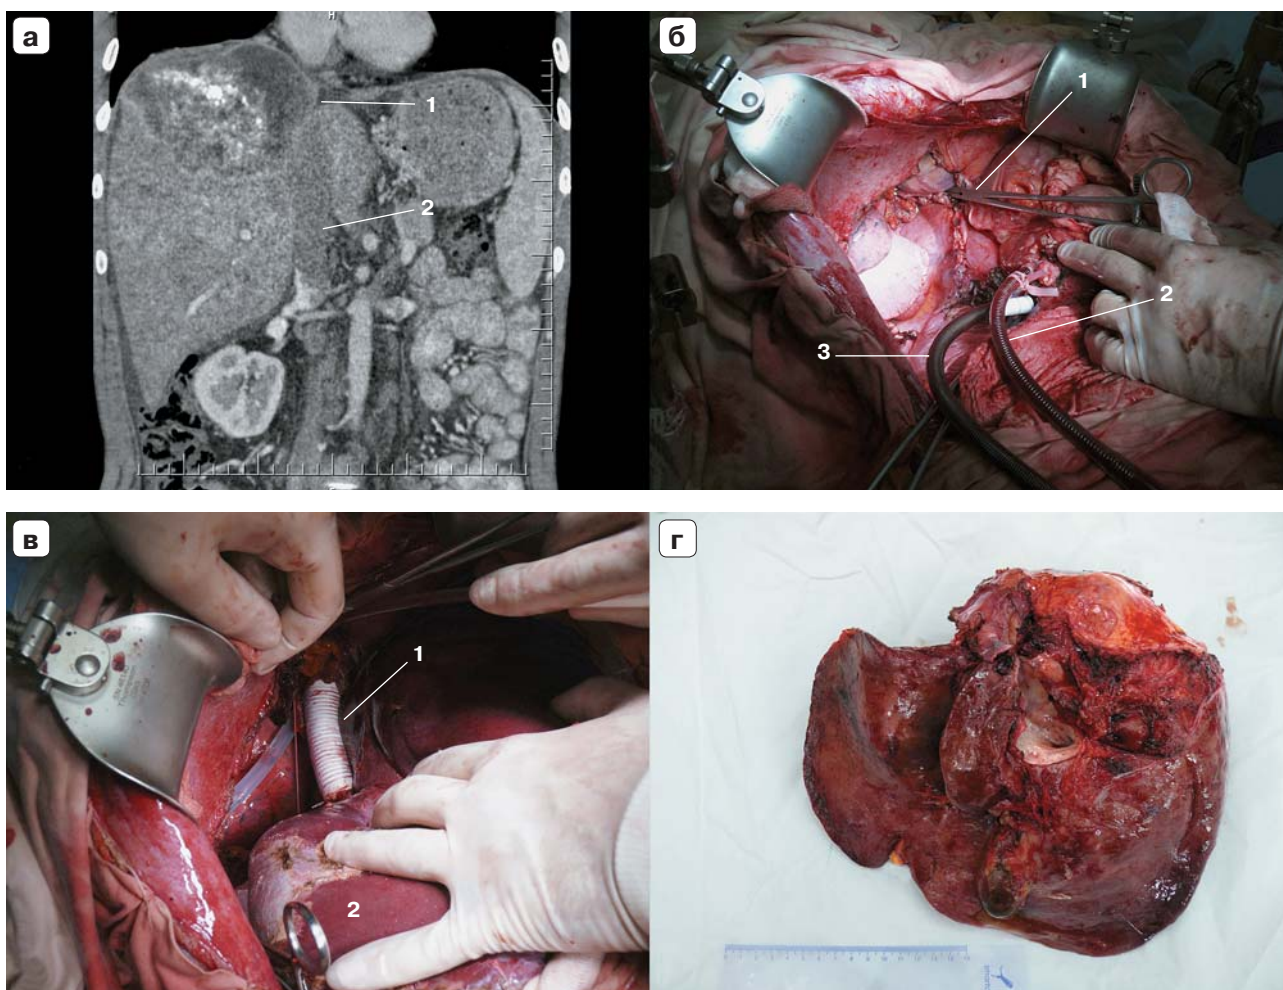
Трансплантация при альвеококкозе с синдромом Бадда—Киари: а — компьютерная томограмма, венозная фаза, мультипланарная реконструкция (1 — окклюзия НПВ на уровне гепатикокавального конfluence, 2 — отсутствие контрастного препарата в проходимом ретропеченочном сегменте вены); б — интраоперационное фото, удалена печень, резецированы диафрагма, перикард и НПВ (1 — верхний зажим на правом предсердии, 2 — портальная канюля экстракорпорального контура, 3 — кавальная канюля); в — интраоперационное фото, вид перед завершением вмешательства (1 — ePTFE-протез НПВ в наддиафрагмальной позиции, 2 — полностью реперфузированный трансплантат целой печени); г — макрофото, удаленная печень.
